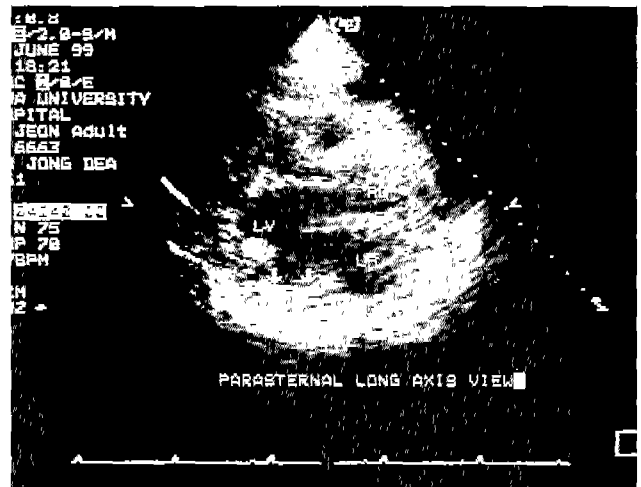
Postoperative echocardiogram; The aneurysmal bulging was disappeared (arrows). LA, left atrium; LV, left ventricle; AO, aorta
